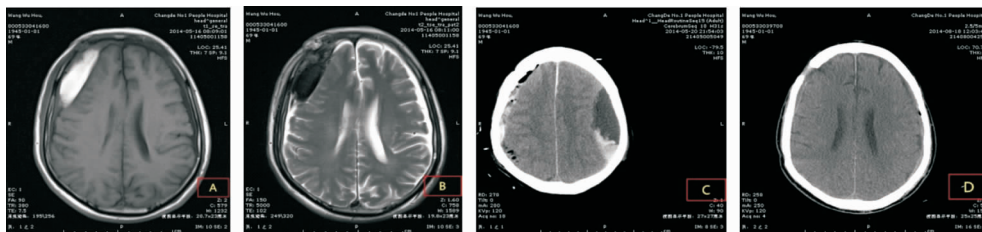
患者,男,69岁,以头晕2月入院,7天前在外院行“颅内血肿钻孔引流术”,考虑“肿瘤”转入我院。A、B:术前头颅MRI,T1表现为高信号为主的混杂信号,T2表现为低信号为主的混杂信号;C:手术当天CT复查,手术对侧迟发血肿,考虑“减压性硬膜外血肿”,予以再次开颅手术,术中见血肿位于硬膜下两层包膜之间,并有部分脑脊液,与硬膜下相通,未见明显活动性出血;D:术后3个月CT复查,脑组织复张。
